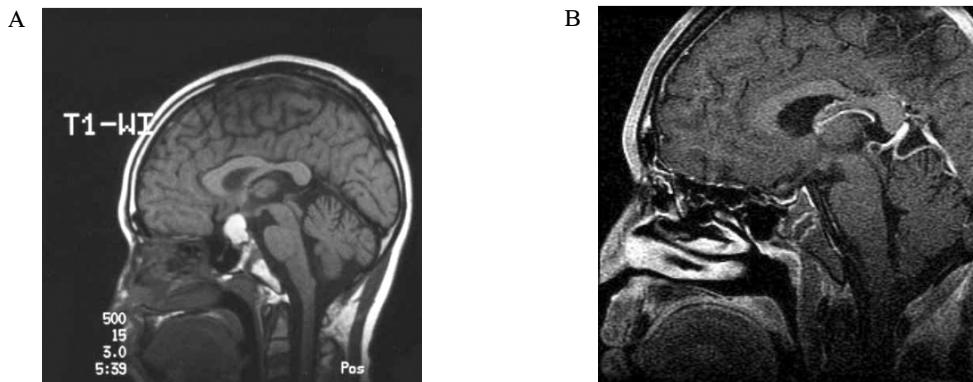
A. Preoperative sagittal T1 - weighted sellar MRI showed 1.8 cm sized well circumscribed mass with suprasellar extension. B. 12 years later, sagittal T1 - weighted sellar MRI showed empty sella with no remnant mass.
